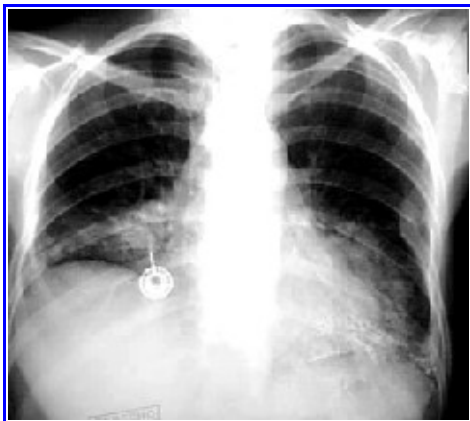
Histoplasmosis generalizada en paciente sometida a trasplante de médula ósea. La radiografía de tórax demuestra las lesiones calcificadas en las bases de ambos pulmones. La histopatología corresponde a una lesión que destruye el paladar blando.
